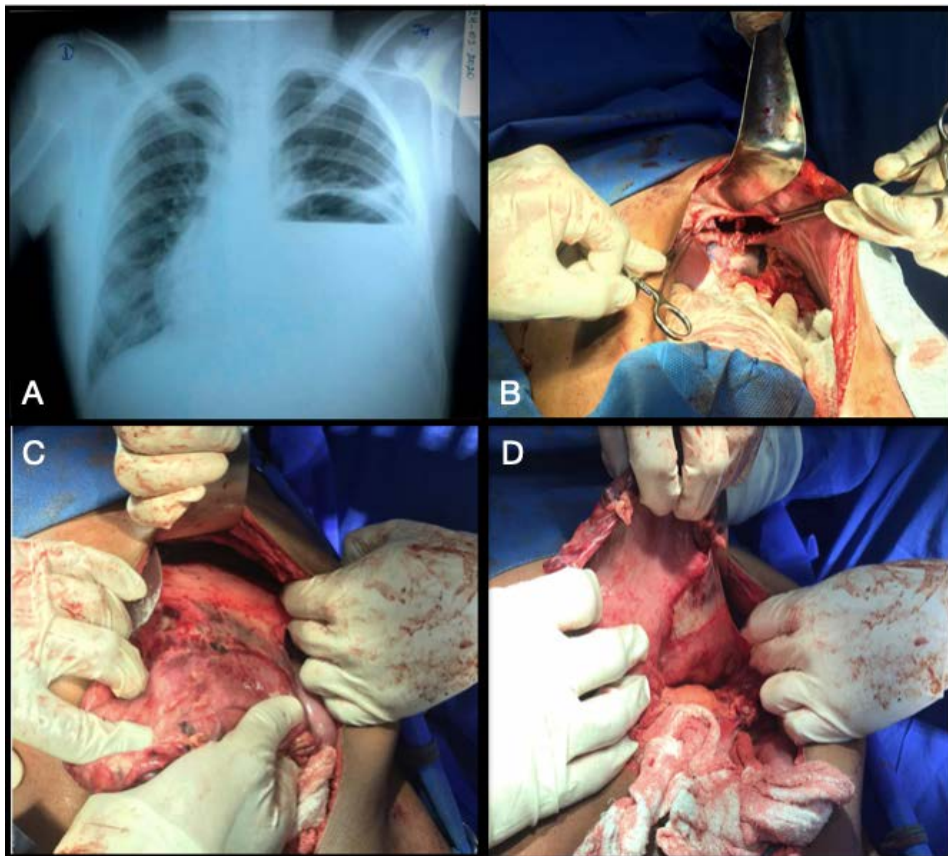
Panel A: radiografía simple de tórax anteroposterior en donde se observa el hemidiafragma izquierdo elevado y la protrusión de una viscera hueca a través del mismo. Panel B: laparotomía exploratoria donde se observa el defecto a nivel del diafragma (hernia diafragmática) luego de la reducción del estómago y epiplón mayor. Panel C: compromiso isquémico de la cara anterior del estómago. Panel D: compromiso isquémico de la cara posterior del estómago.
